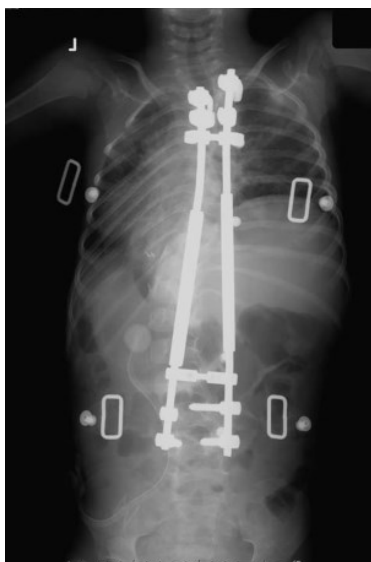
Radiographie coronale d'un patient avec des tiges de croissance, contenant des ancrages dans les parties supérieures et inférieures des tiges attachées aux vertèbres (modifiée de [79]).
